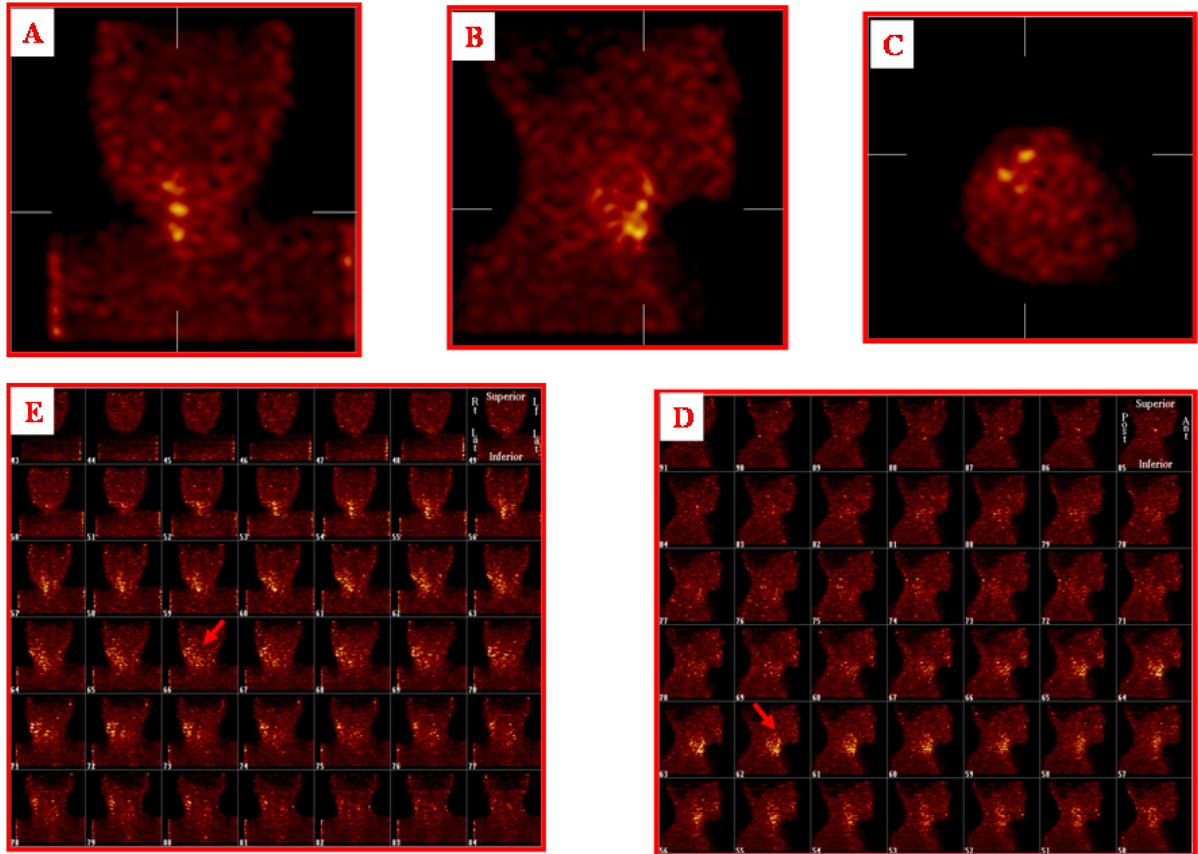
Paciente de 66 años, sexo masculino portador de un cáncer de laringe. SPECT de cabeza y cuello con ^{99m}Tc -Glucarato en vistas frontal (A,E), sagital (B,D) y transversal (C). Las flechas indican el sitio de la lesión así como afectación ganglionar.
